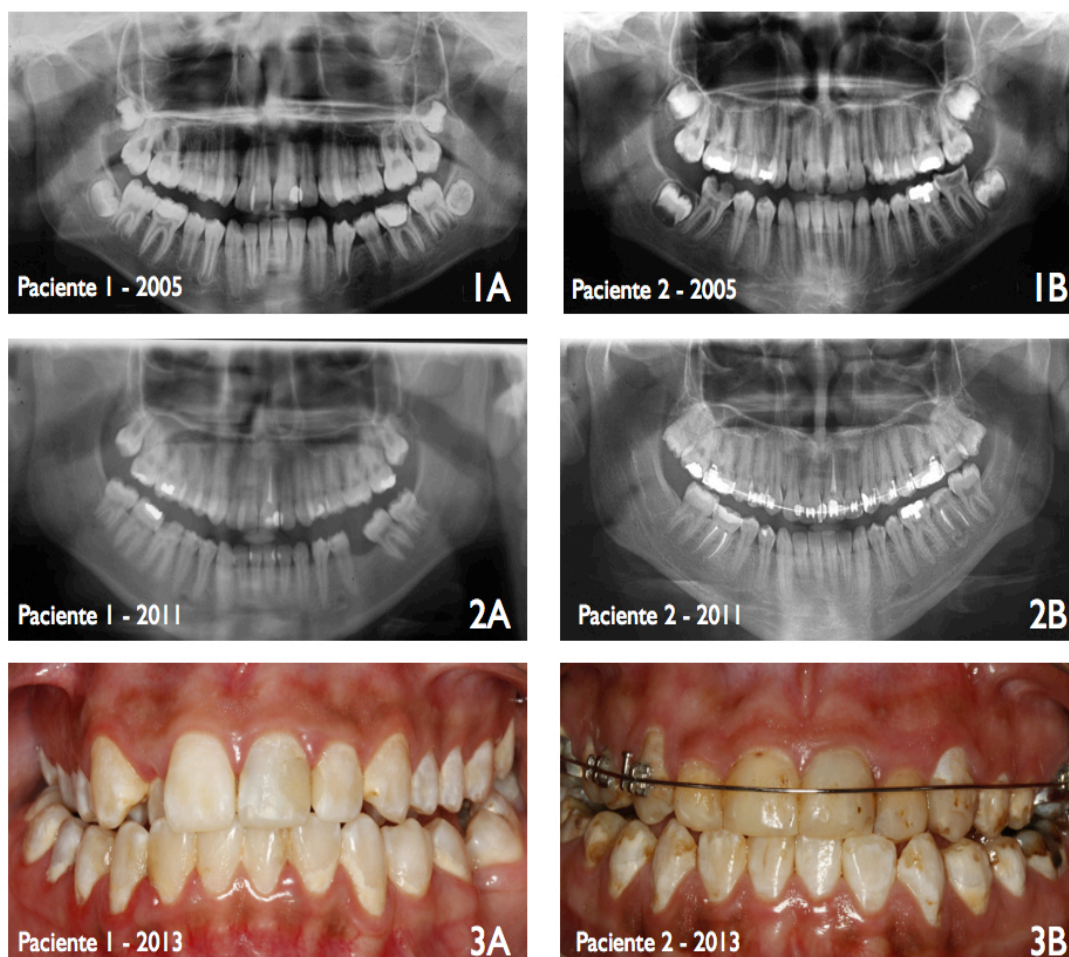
1A e 2A Radiografias panorâmicas da paciente doadora dos dentes 1,2 e 3 nos anos de 2005 e 2011, respectivamente. 3A Fotografia frontal da paciente 1 no ano de 2013 durante consulta de controle preventivo. 1B e 2B Radiografias panorâmicas da paciente doadora dos dentes 4 e 5 nos anos de 2005 e 2011, respectivamente. 3B Fotografia frontal da paciente 2 no ano de 2013 durante consulta de controle preventivo (Grupo AI).
